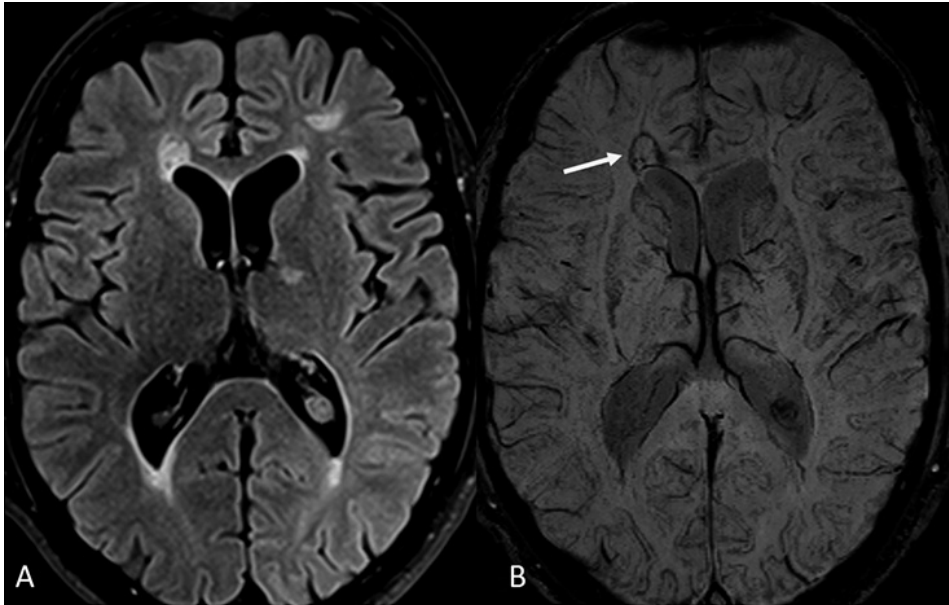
Imágenes transversales T2-FLAIR (A) y susceptibilidad magnética (B). Se observa un halo hipointenso en la imagen de susceptibilidad (flecha en B), que probablemente refleja depósitos de hierro en la periferia de una lesión desmielinizante crónica.
